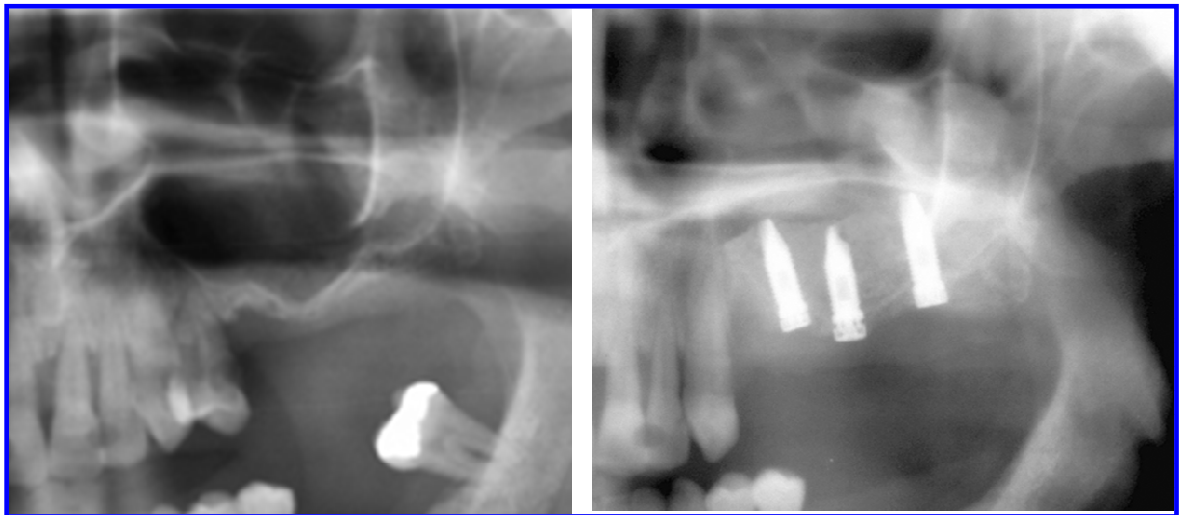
Ortopantomografia pre-operatoria che evidenzia una cresta residua inferiore ai 3mm e ortopantomografia effettuata dopo la guarigione dell'innesto sinusale di osso autologo e l'inserimento degli impianti.
